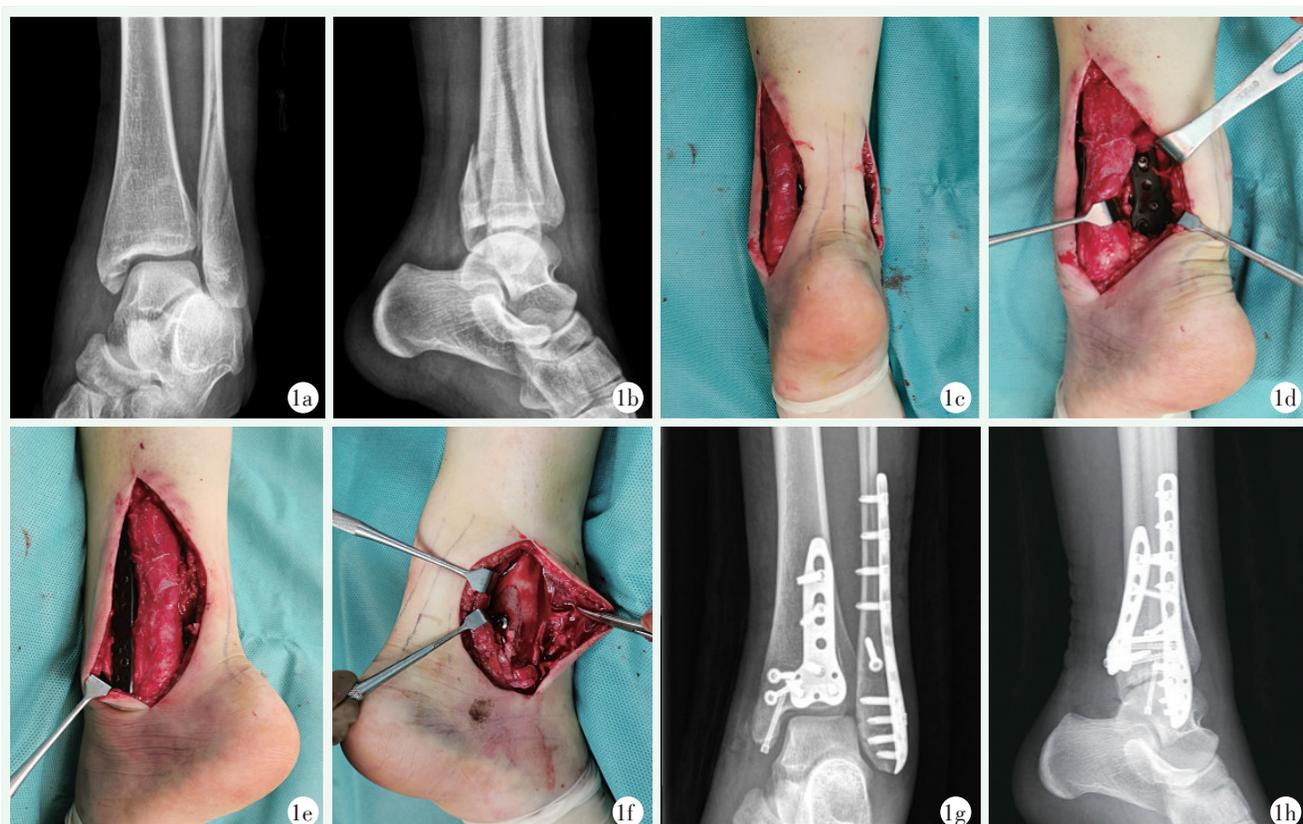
患者，女，18岁。1a, 1b: 术前踝关节正侧位X线片示左侧后Pilon骨折，Klammer III型，合并腓骨骨折；1c: 俯卧位，手术切口外观；1d: 腓骨长短肌与胫长屈肌之间显露后侧柱，放置后侧柱钢板；1e: 显露外踝，放置外踝解剖钢板；1f: 显露内侧柱，螺钉固定；1g, 1h: 术后3个月踝关节正侧位X线片示外踝解剖钢板、螺钉固定，后侧柱钢板固定，内侧柱螺钉固定，骨折愈合良好。
